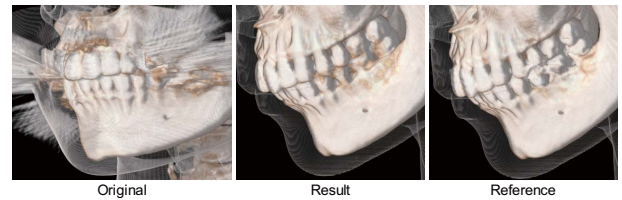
アーチファクト合成画像に対するボリューム変換例。左：シミュレートされた金属アーチファクトを有する 3 次元 CT 画像 (Original), 中央：アーチファクト低減結果 (Result), 右：参照画像 (Reference)
